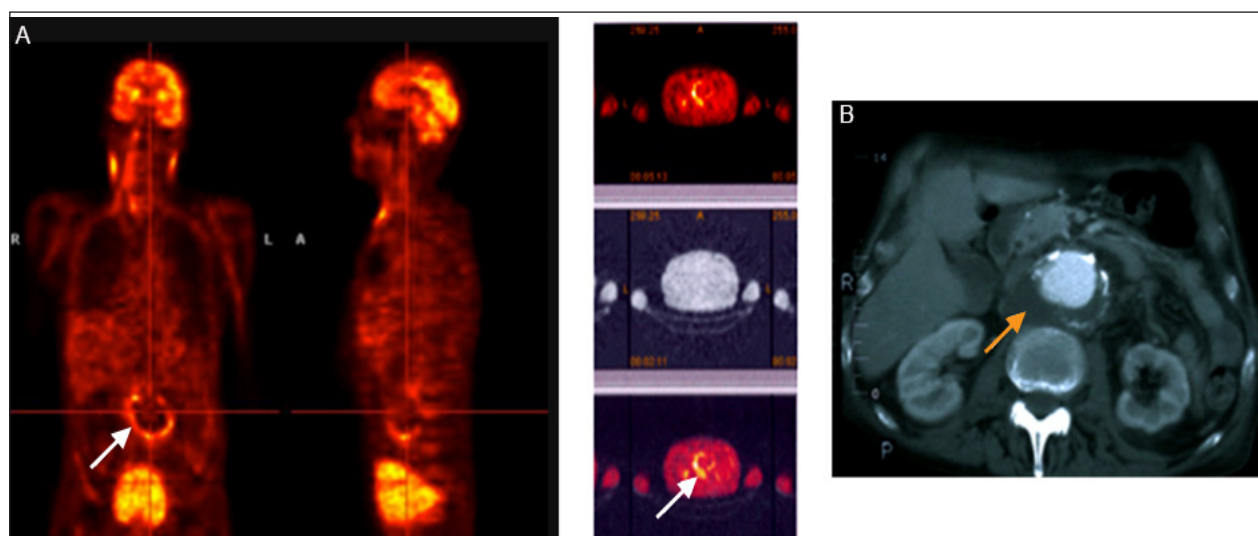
AAA rompu présentant une captation de FDG au niveau du site de rupture. Le site de captation de FDG observé par PET/CT (A, flèches blanches) correspond au site de rupture observé par scanner (B, flèche orange). Adaptée d'après (5).
